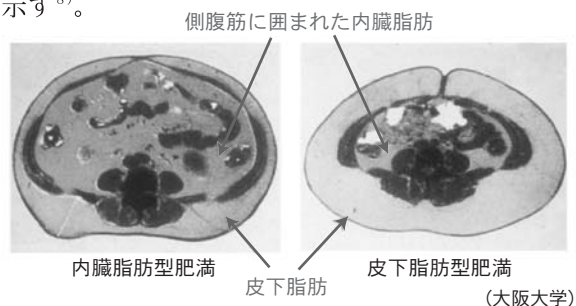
臍のレベルでのCT腹部断面図（メタボリック・シンドローム実践ハンドブック）
